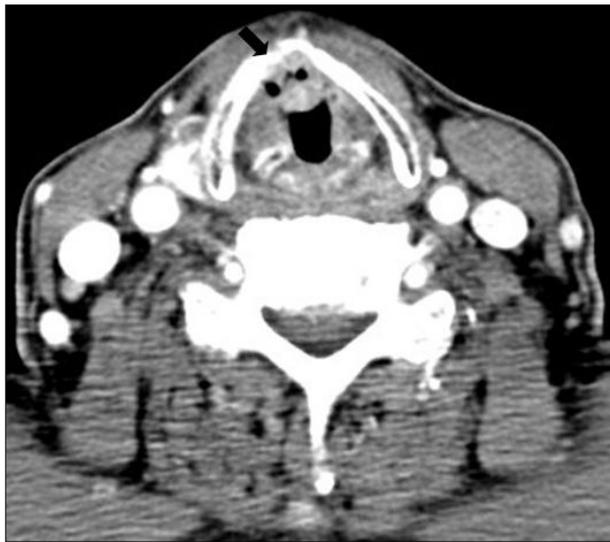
Preoperative neck CT shows about 7×8mm sized polypoid lesion (arrow) at superior border of glottis.
